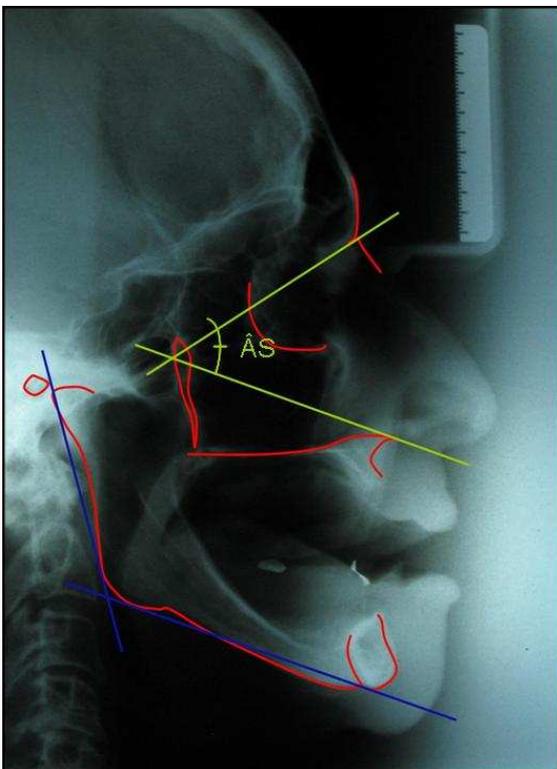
Nova Telerradiografia. Traçado do Plano Mandibular
